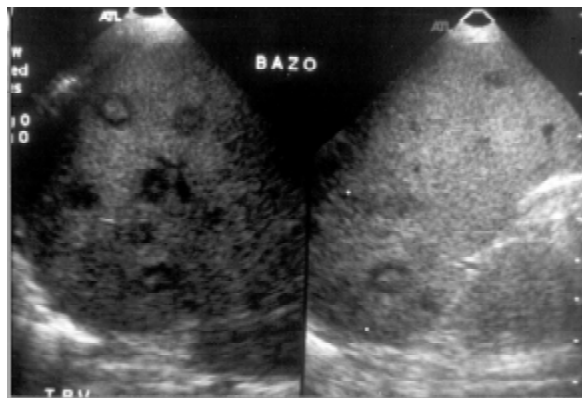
Ultrasonido de bazo en el que se aprecian varias lesiones redondeadas con la presencia de un anillo hipocóico y una zona central hiperecogénica.
